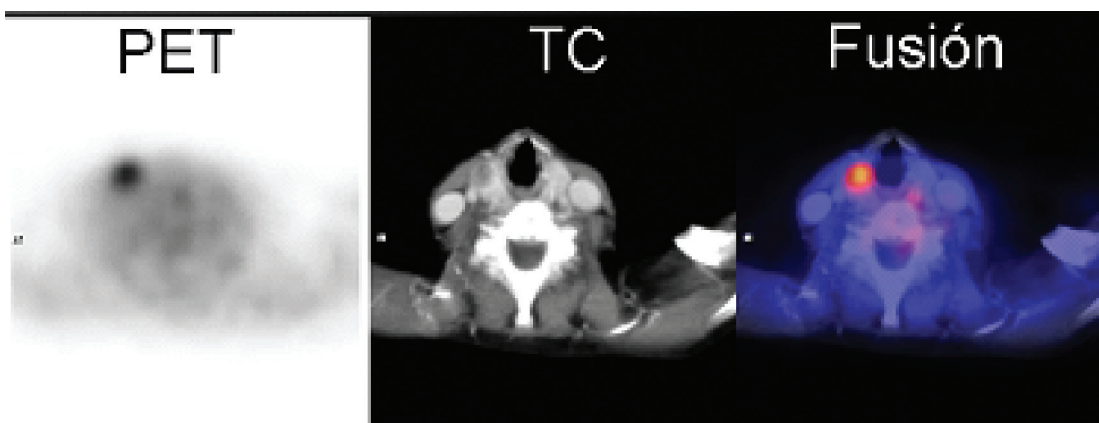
Incidentaloma en paciente con Bocio Polinodular. Nódulo hipermetabólico en el lóbulo derecho. Los restantes no eran FDG ávidos. La cirugía reveló carcinoma de células de Hürthle en el nódulo hipermetabólico. Hospital Italiano, Buenos Aires, Argentina.
